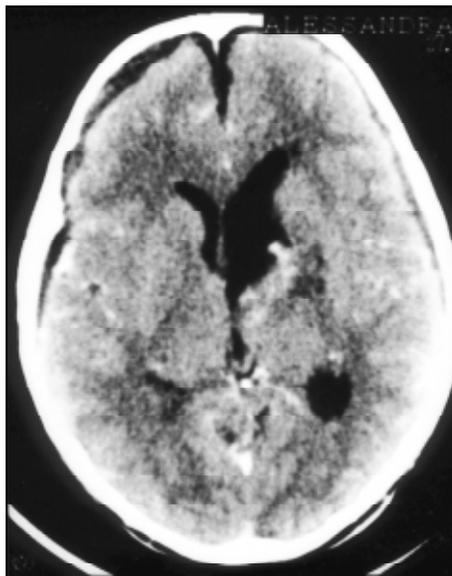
TC pós-operatória, sem lesão residual.
